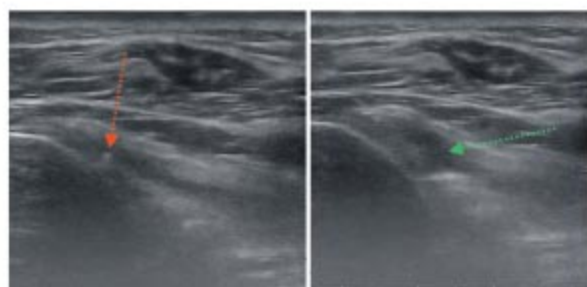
在超音波導引下進行肩關節玻尿酸注射，此為剛注射時與注射後肩關節囊鼓起的對照圖，紅色箭頭為針頭處，綠色箭頭為脹起的肩關節囊。
